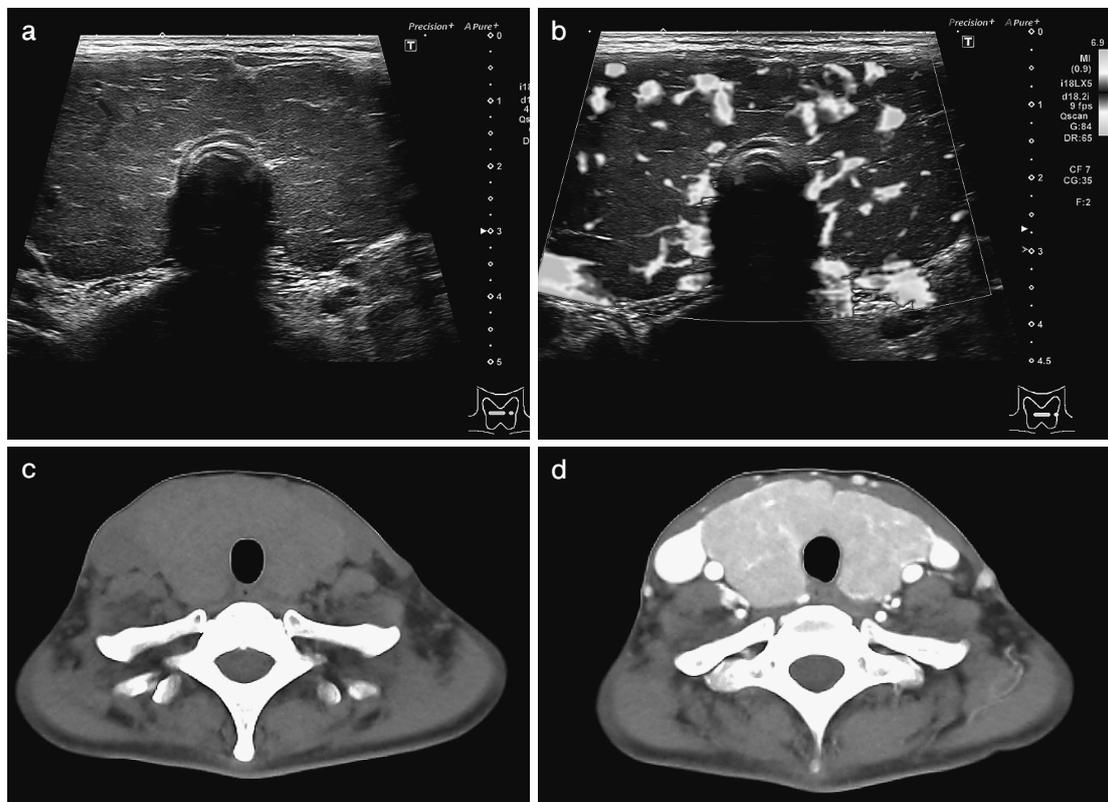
(a, b) 甲状腺超音波検査, (c) 頸部単純CT, (d) 頸部造影CT早期相
